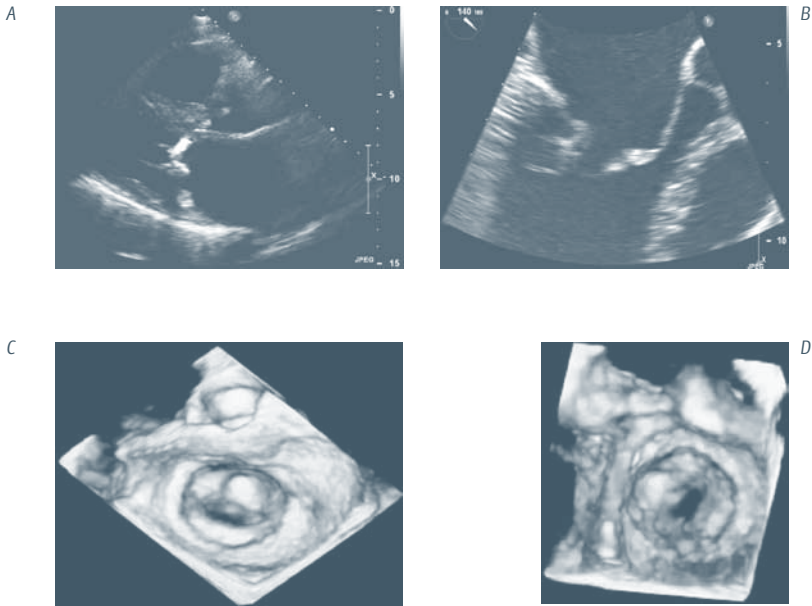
Ecocardiografía. Estenosis valvular mitral. A: Ecocardiograma bidimensional transtorácico, B: Ecocardiograma transesofágico, C: Ecocardiograma tridimensional, vista desde la aurícula, D: Ecocardiograma tridimensional, vista desde el ventrículo.
